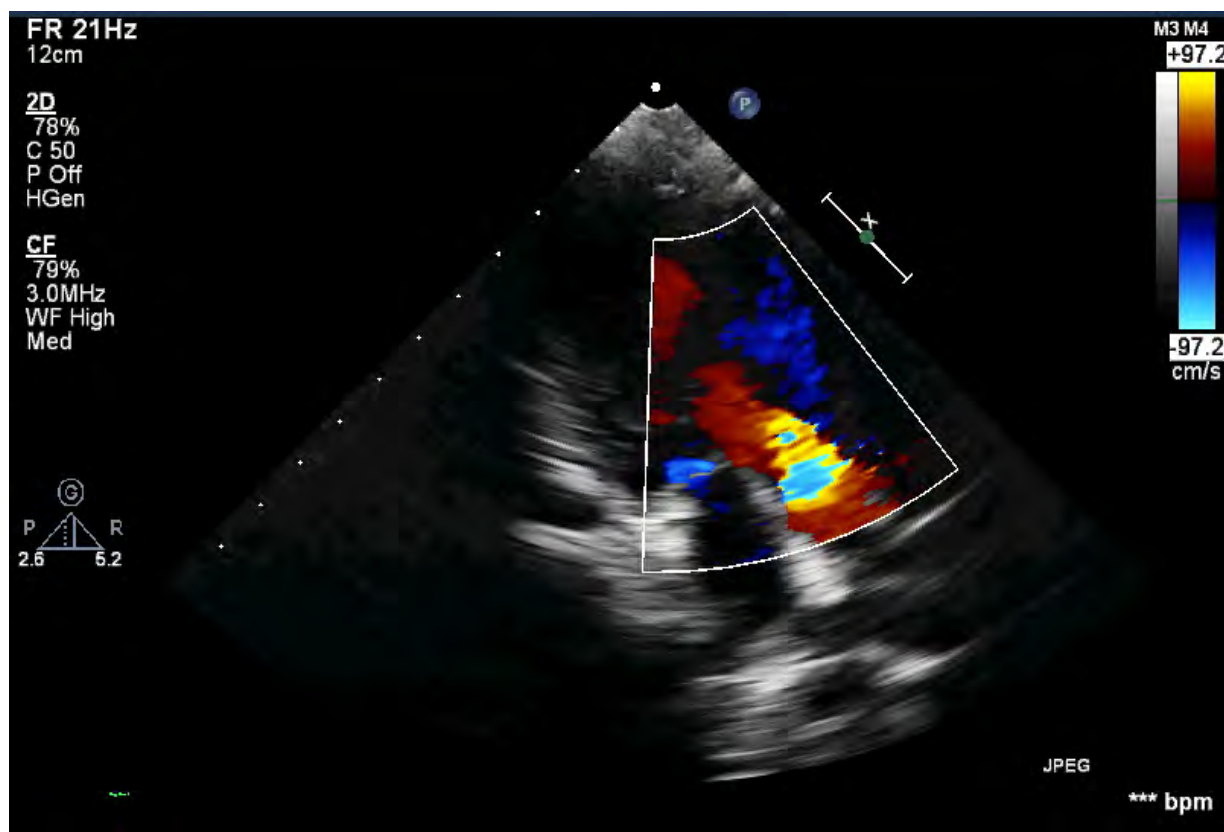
Аортальная регургитация. Трансторакальная эхокардиография. Апикальный доступ, пятикамерная позиция
